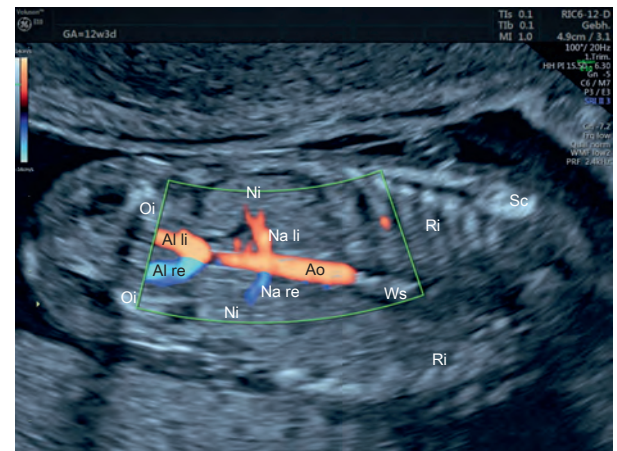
Koronarschnitt zur Nierendarstellung, Farbdoppler, 12 + 3 SSW. Ai li = A. iliaca links, Ai re = A. iliaca rechts, Ao = Aorta, Na li = Nierenarterie links, Na re = Nierenarterie rechts, Ni = Niere, Oi = Os ilium, Ri = Rippe, Sc = Scapula.
